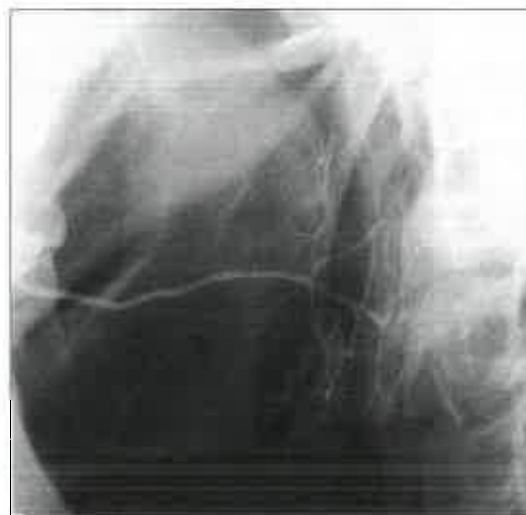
Radiografia laterale obliqua, che mette in evidenza un dotto parotideo normale delineato dopo l'iniezione di un mezzo di contrasto radiopaco (sialografia). Si noti che il dotto principale è formato dall'unione dei tre dotti più piccoli in corrispondenza del margine posteriore del ramo della mandibola. (Per gentile concessione del Dr. N. Drage.)
